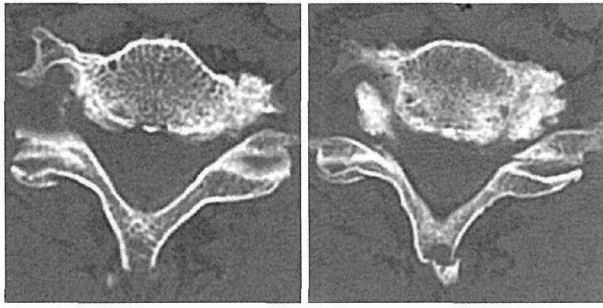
Cervical axial CT demonstrated fractures of inferior facet in C7 (left, white arrow) and spinous process in C6 (right, white arrow).
